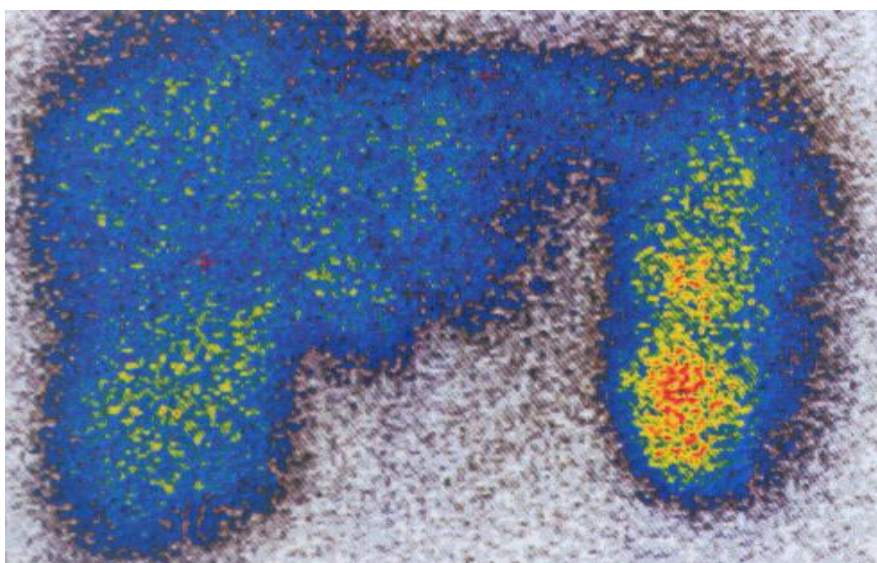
Сцинтиграфическая картина цирроза печени.
